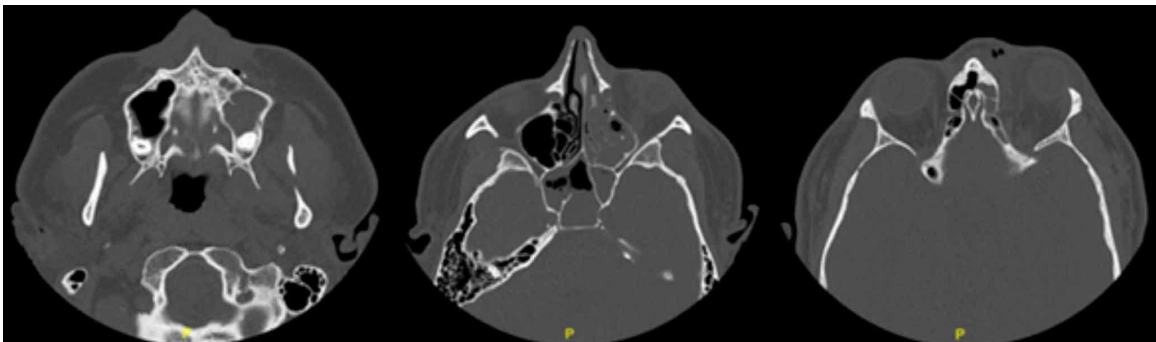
Corte Axial de Tomografía Computarizada. Pre-quirúrgico.
